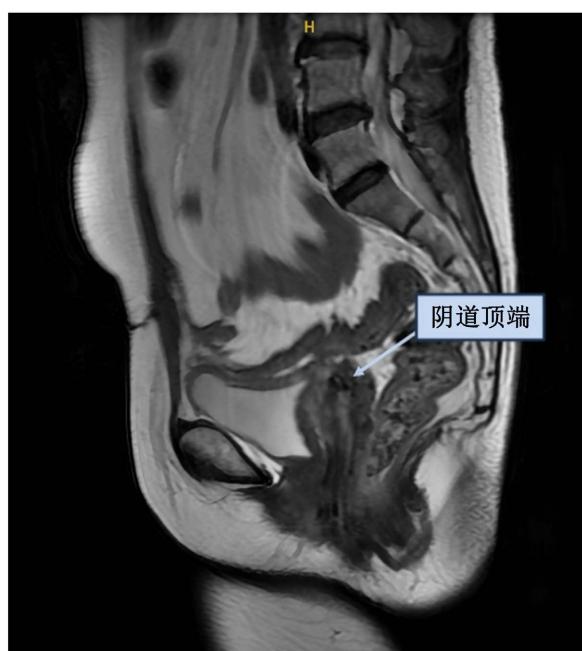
Pelvic MRI imaging after surgical intervention
